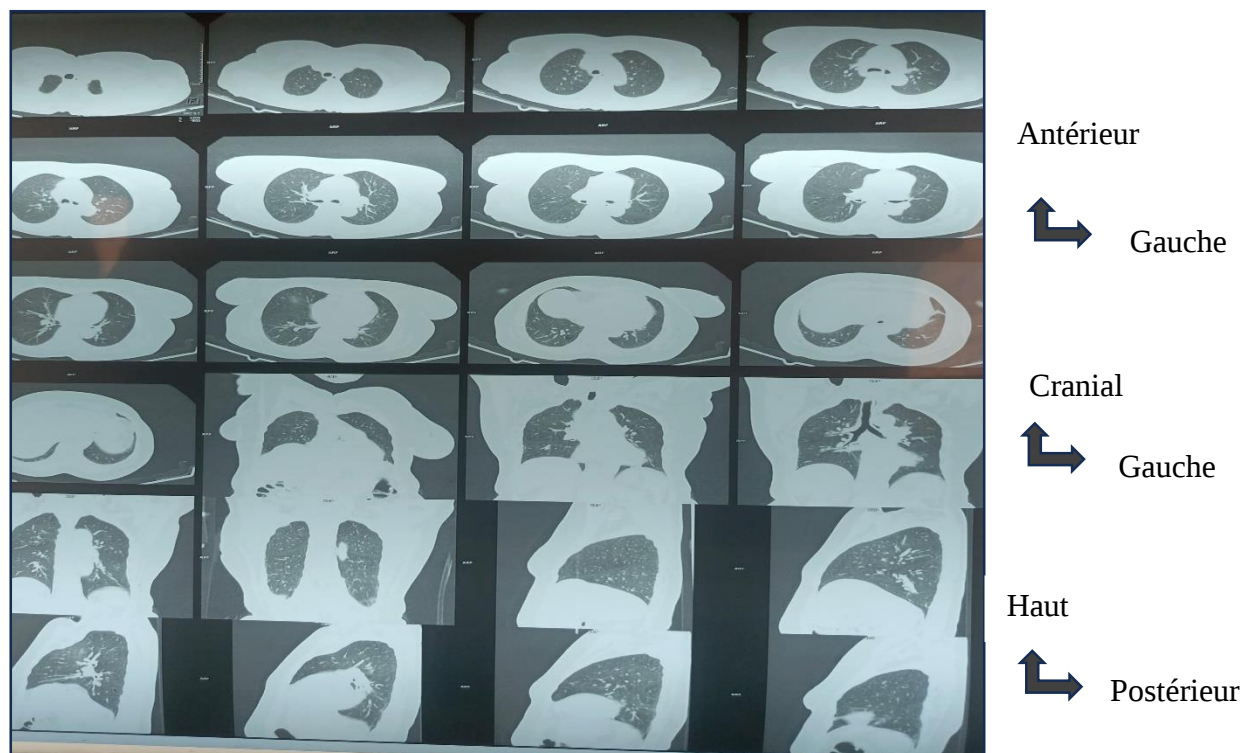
TDM thoracique normale[13]
